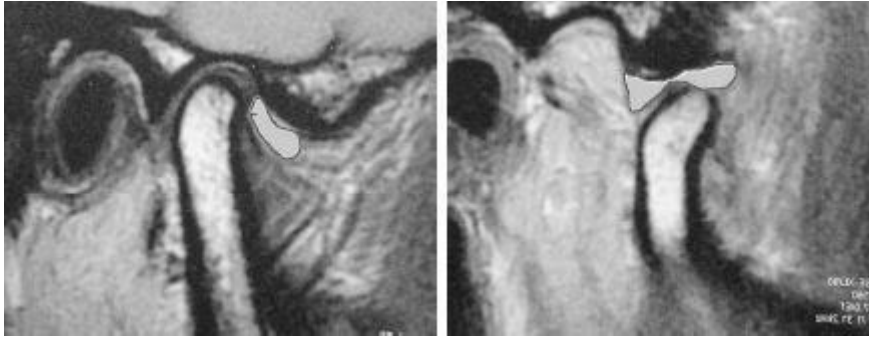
Mise en évidence de la tête condylienne en arrière du disque articulaire bouche fermée, retrouvant sa position normale bouche ouverte à l'IRM. [85]
